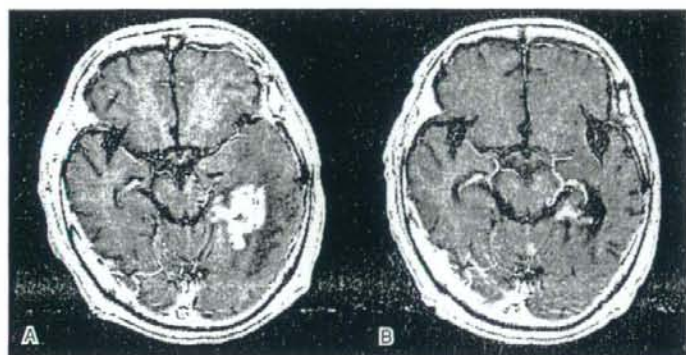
58M, DA grade 2. A: MRI at recurrence. B: 24 cycles of TMZ decreased the tumor markedly.
